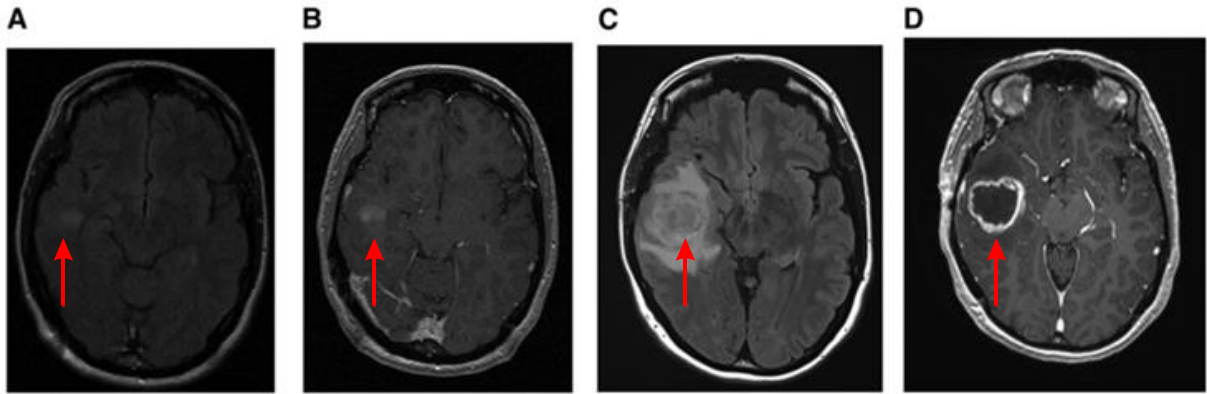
Imágenes de resonancia magnética de un paciente con glioblastoma de rápida evolución. A y B) Tumor alojado en el lóbulo temporal derecho. C y D) Imágenes del mismo tumor, 20 días después de las imágenes A y B (Alexander & Cloughesy, 2017).
